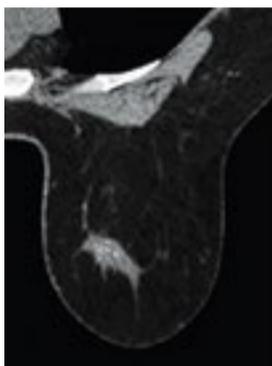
КТ-маммография с внутривенным контрастированием
